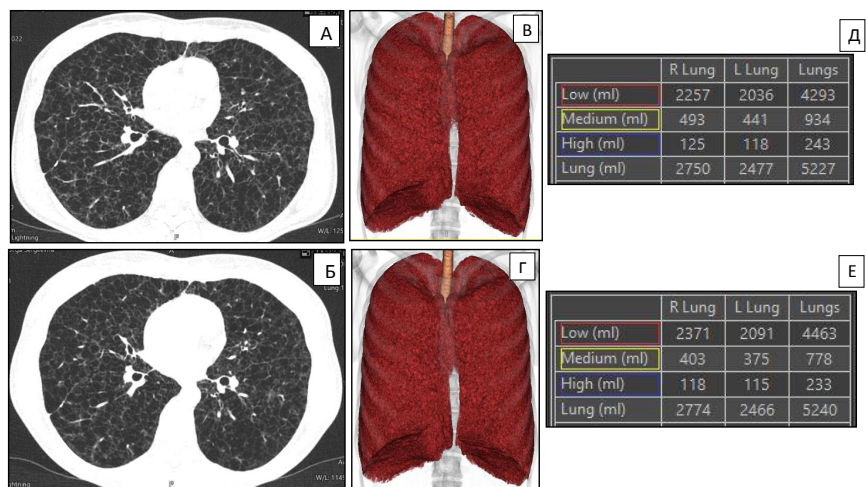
Результаты КТ с постпроцессингом в динамике. А, В, Д – в 2022 г., Б, Г, Е – в 2023 г. Аксиальные срезы КТ (А, Б), трехмерные модели воздухонаполненности легких (В, Г), данные измерений денситоволюметрии, включающие показатели аэроволюметрии (строка показателей Low) (Д, Е).
